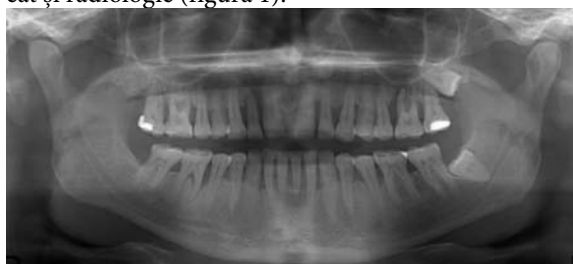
Ortopantomograma pacientului la examenul inițial
